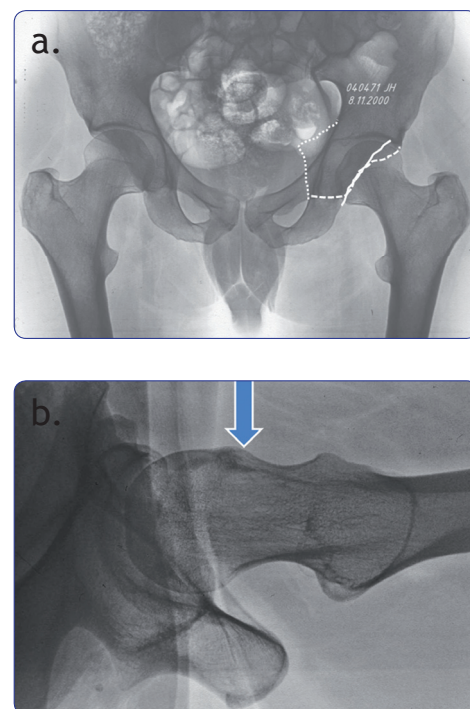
a) Radiografía anteroposterior de pelvis. Las líneas continua e interrumpida representan la pared posterior y anterior del acetábulo respectivamente; la línea con cruces indica la prominencia de la espina ciática en la pelvis, mostrando una retroversión acetabular. b) Radiografía translateral que muestra el tope anterior en la unión cabeza-cuello del fémur (flecha).
